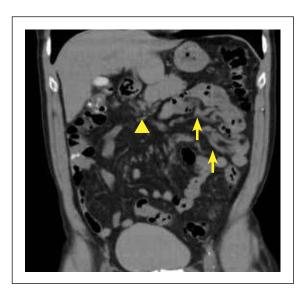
Enterografía por tomografía (Entero TC). Colaterales venosas por trombosis de la VMS (Δ). Várices ectópicas en yeyuno (\spadesuit).
